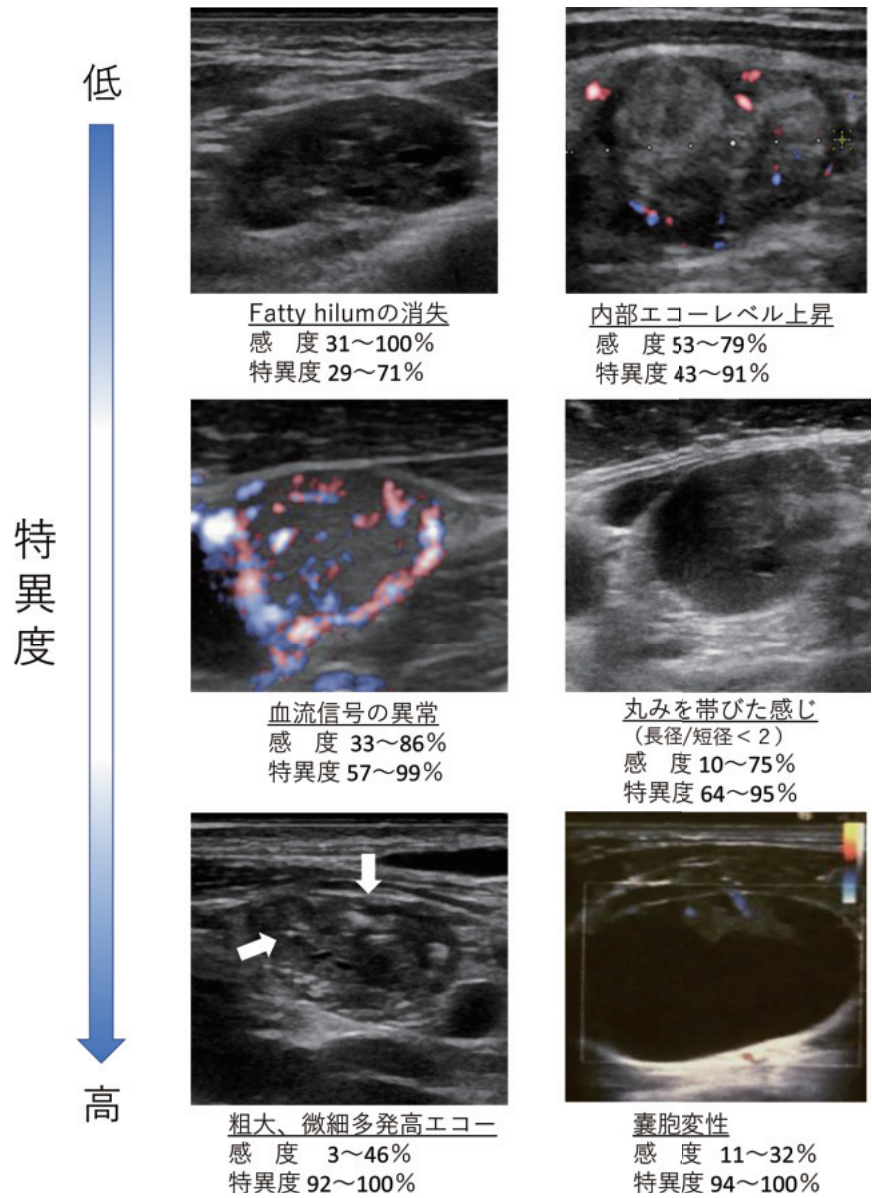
甲状腺乳頭癌の転移リンパ節における特徴的な超音波所見の感度、特異度^{3,6)}
